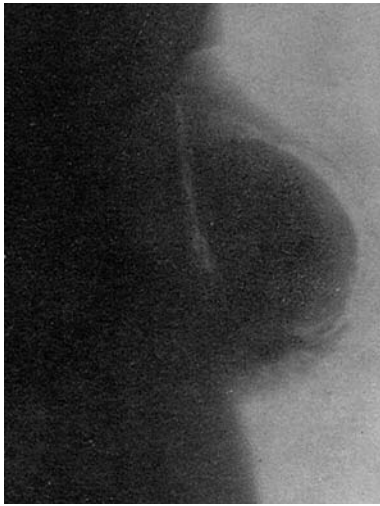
"Roentgen-neumo-mastia" (Baraldi, 1934). En el sector inferior, se observa un tumor adherido a planos profundos.
